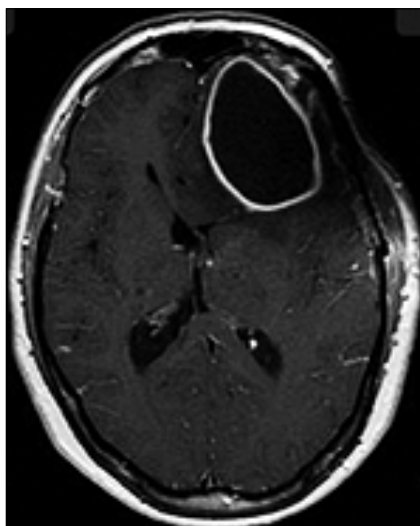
RM cerebral posoperatoria en T1 con gadolinium. Imagen hipodensa intraxial frontal izquierda, homogénea, con captación periférica de contraste, edema perilesional y colapso del asta frontal del ventrículo lateral izquierdo. Leyenda: RM, Resonancia Magnética.
